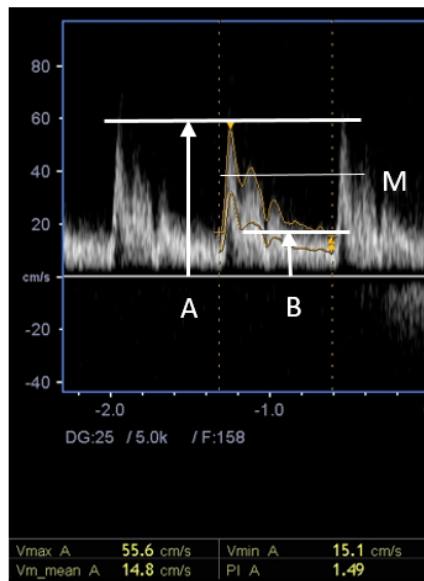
Parámetros Doppler cuantitativos. Velocidad sistólica máxima (A), velocidad diastólica final o mínima (B) y velocidad media (M). Los índices empleados habitualmente son el IR ($(A-B)/A$) y el IP ($(A-B)/M$). Fuente: elaboración propia.
